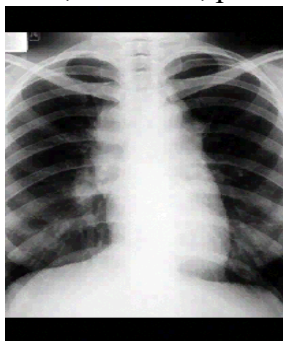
Radiografie toracică. Opacitate mediastinală cu contur policiclic.
